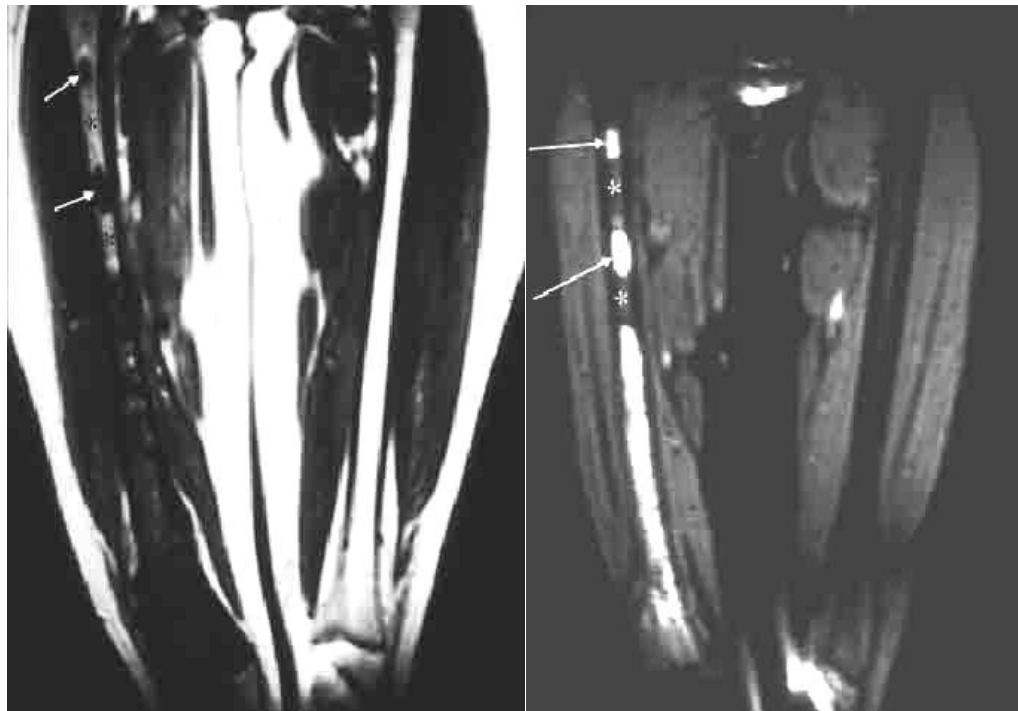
МРТ T1-, T233 у фронтальній площині. Склеротична ОС – МРТ оцінка шкір метастазів (стрілки) у пацієнта з ураженням правої стегнової кістки. Вище зони ураження визначаються 2 окремо розташованих внутрішньо кісткових вогнища ураження – гіпо- і інтенсивні, відповідно (за Berquist M. H., Kransdor M.J.).
